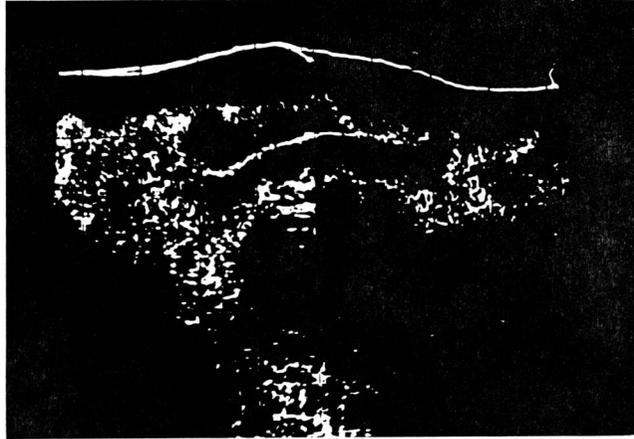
Ultrasonogram of schwannoma in retrovesical space.
